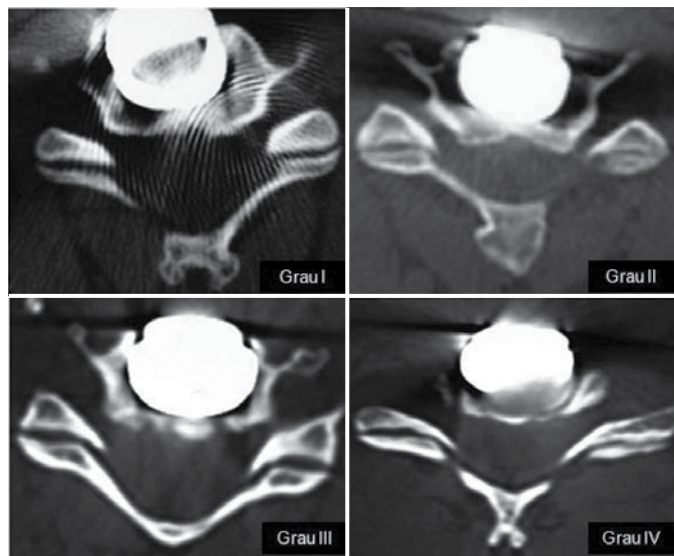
Imagens em TC exemplificando os quatro diferentes graus de degeneração facetária após artroplastia com PCM®, seguindo a escala proposta.
